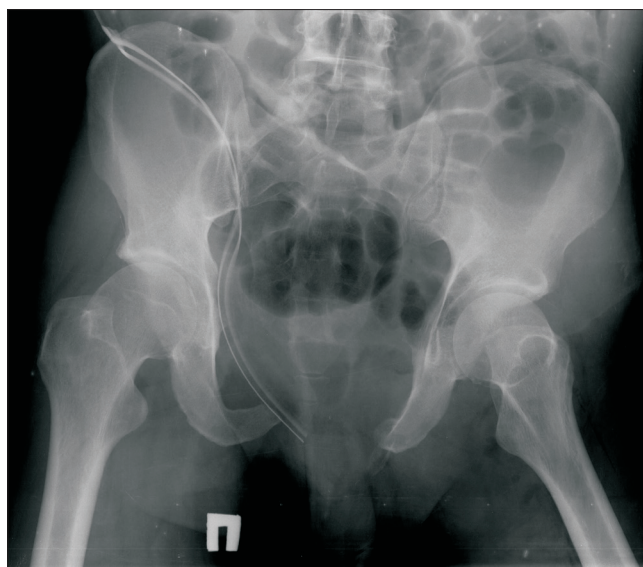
Рентгенография после операции
